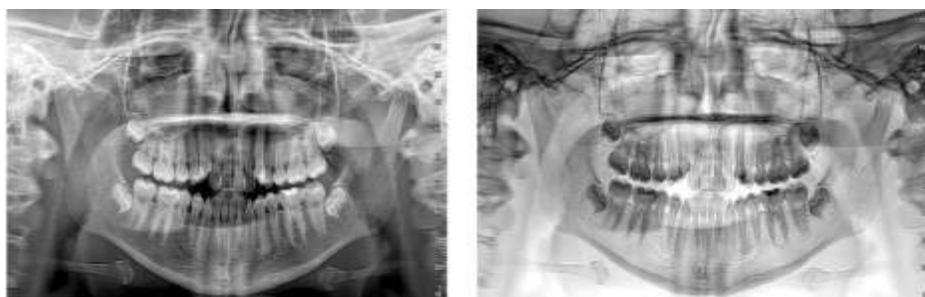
Radiografía panorámica en donde se observa la presencia de los 4 gérmenes dentales de los terceros molares.
